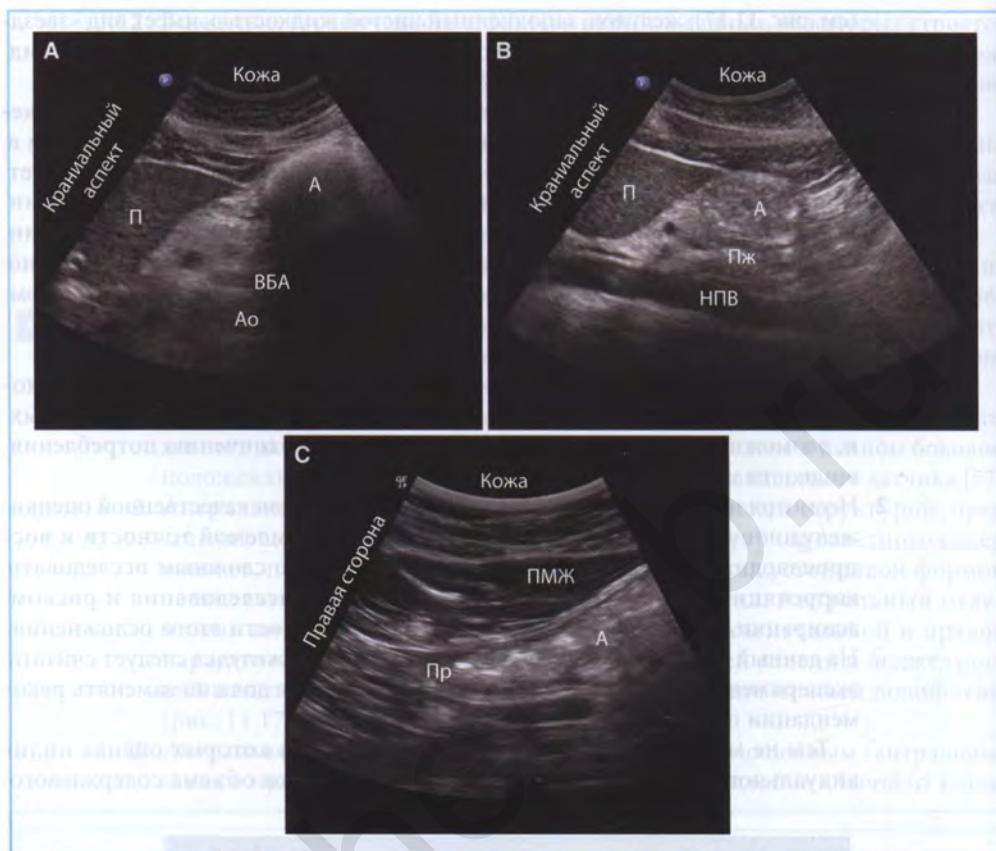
Ультразвуковое изображение желудка с твердым содержимым. Антральный отдел желудка через 5 мин после приема твердой пищи (А) и через 90 мин после приема твердой пищи (В), с характерным видом по типу «матового стекла» (С). П — печень; А — антрум; ВБА — верхняя брыжеечная артерия; Ао — аорта; Пж — поджелудочная железа; НПВ — нижняя полая вена; ПМЖ — прямая мышца живота; Пр — привратник. (Воспроизведено с разрешения: *Cubillos J., Tse C., Chan V.W. et al. Bedside ultrasound assessment of gastric content: an observational study. Can J Anaesth. 2012;59:416–423.*)
